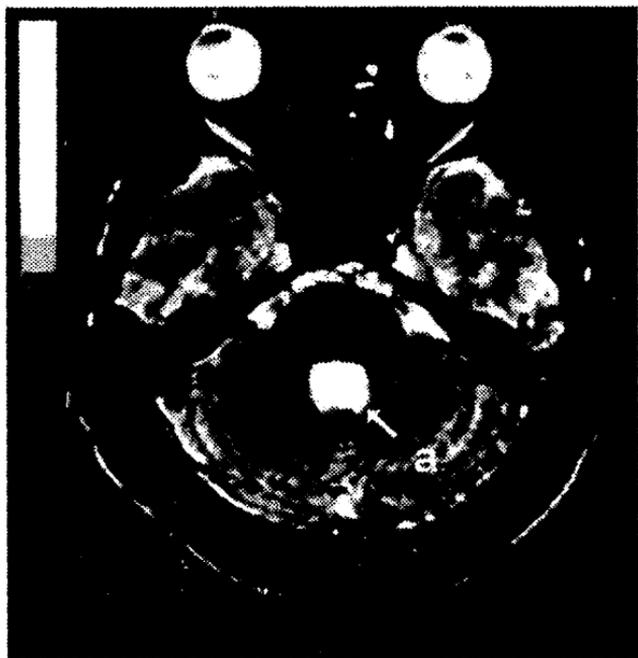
corte axial de T2 de IRM : flecha (a) muestra crecimiento y deformación del IV ventrículo.
